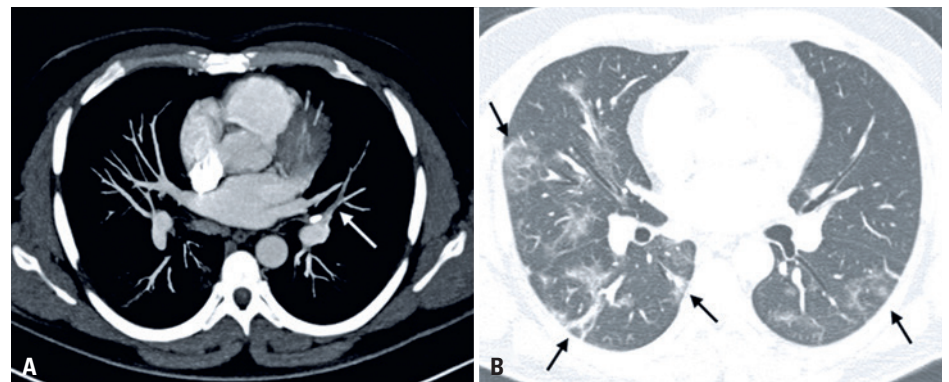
Angiotomografia computadorizada de tórax (paciente de 41 anos). (A) Corte axial em janela de mediastino evidenciando tromboembolismo pulmonar em ramo arterial segmentar lingular (seta branca). (B) Corte axial em janela para avaliação do parênquima pulmonar revela múltiplas opacidades em vidro fosco com espessamento de septos interlobulares, por vezes associadas a bandas parenquimatosas, achados bilaterais e predominantemente periféricos, consistentes com pneumonia por coronavírus
